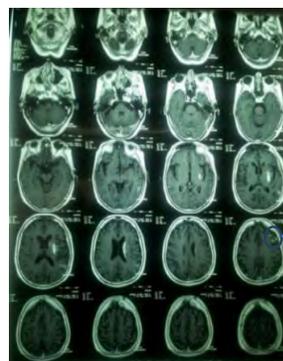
RM Cerebral secuencia T1
